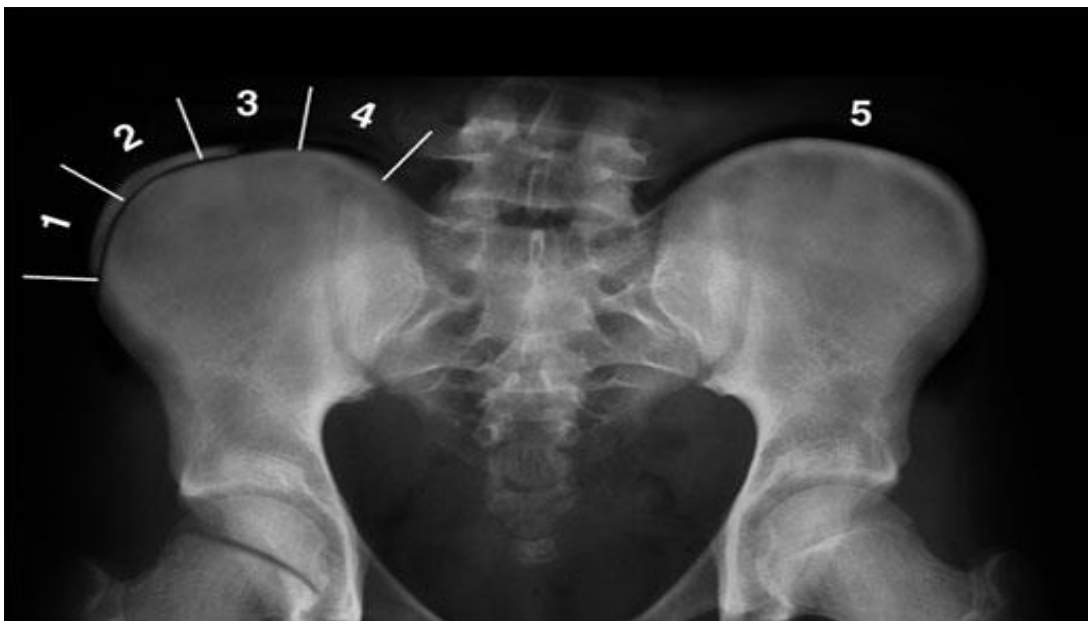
Radiographie de bassin de face et classification de Risser
